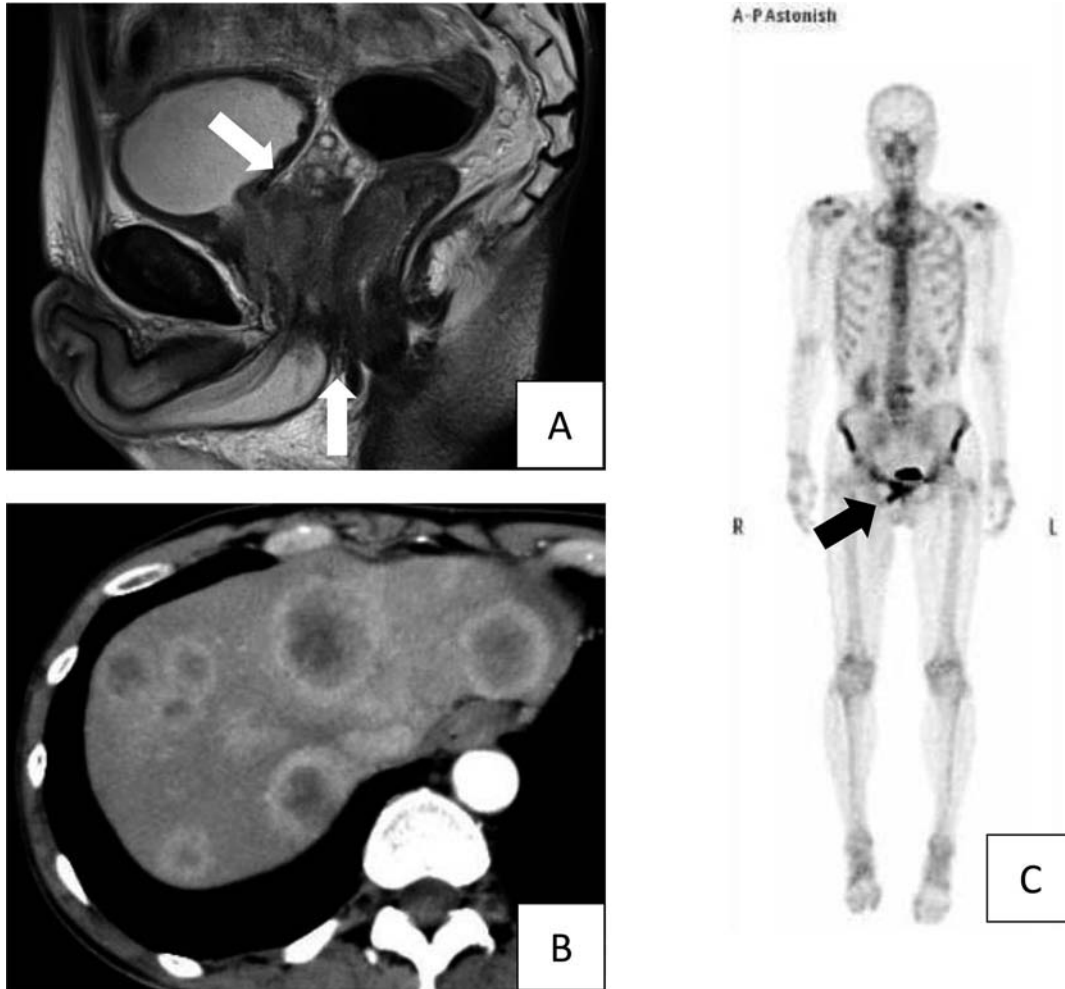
A-Magnetic resonance imaging showed the direct invasion with bilateral seminal vesicles and rectum of prostate cancer (arrow). B-Computed tomography revealed multiple liver metastases. C-Bone scintigraphy showed the hot spot lesion of right pubic bone (arrow).
